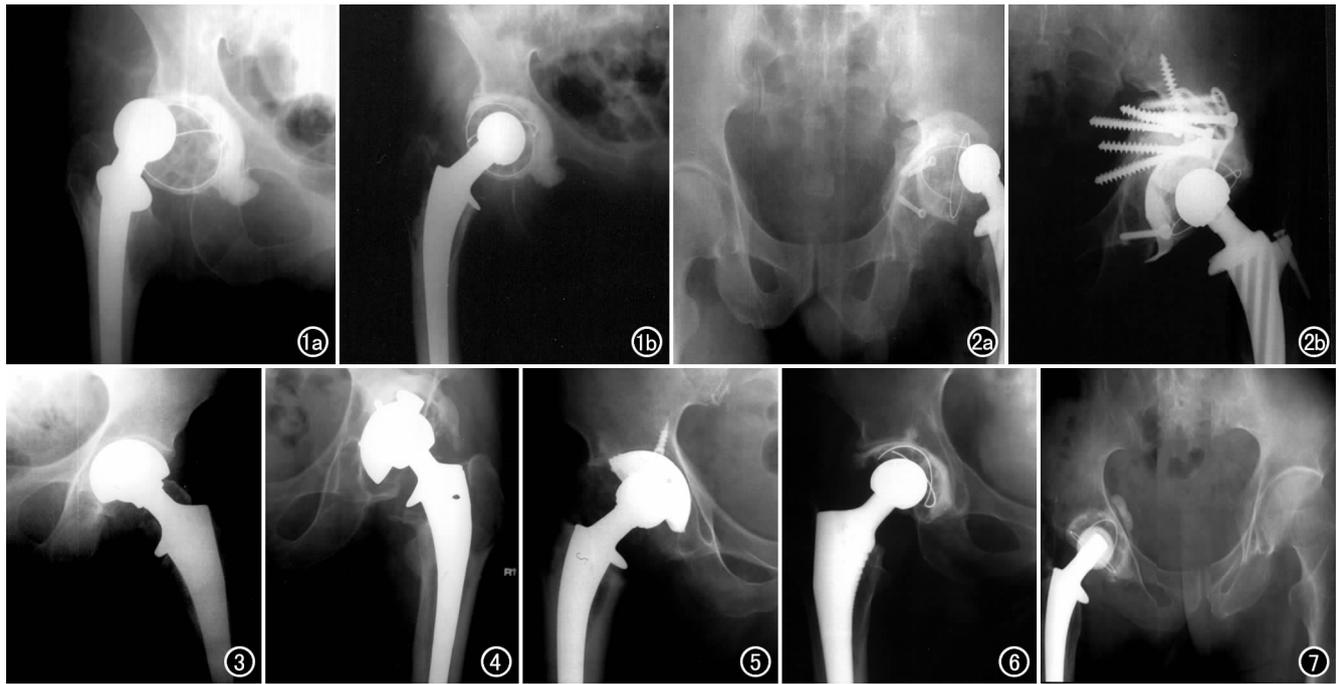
THR术后两周,假体髋臼。前倾角过大并脱位。a) 平片示假体髋臼前倾角过大,白杯标志环两边呈平坦状,假体股骨头向外上方移位; b) 假体股骨头自行回复白内,平片示股骨头位于白杯两标志环(箭)之间。图2 THR术后10个月,假体髋臼移位并脱位。a) 假体髋臼明显向外上方移位,外展角增大(77°),假体股骨头呈脱位改变; b) 再次手术后,平片示假体髋臼回复原处,外展角缩小,脱位恢复。图3 股骨颈骨折行FHR术后,平片示关节腔内碎骨片残留(箭)。图4 THR术后,关节腔附近异位骨化残留,股骨上段大转子下方并发劈裂骨折。图5 THR术后9个月,平片示关节腔内异位骨化影与大转子相连。图6 THR术后,平片示假体髋臼定位钢丝断裂(箭)、扭曲、错位。图7 THR术后,平片示小转子被切除,股骨矩消失,大转子位置明显偏高,Skinner线高于假体股骨头中点3.5cm。
